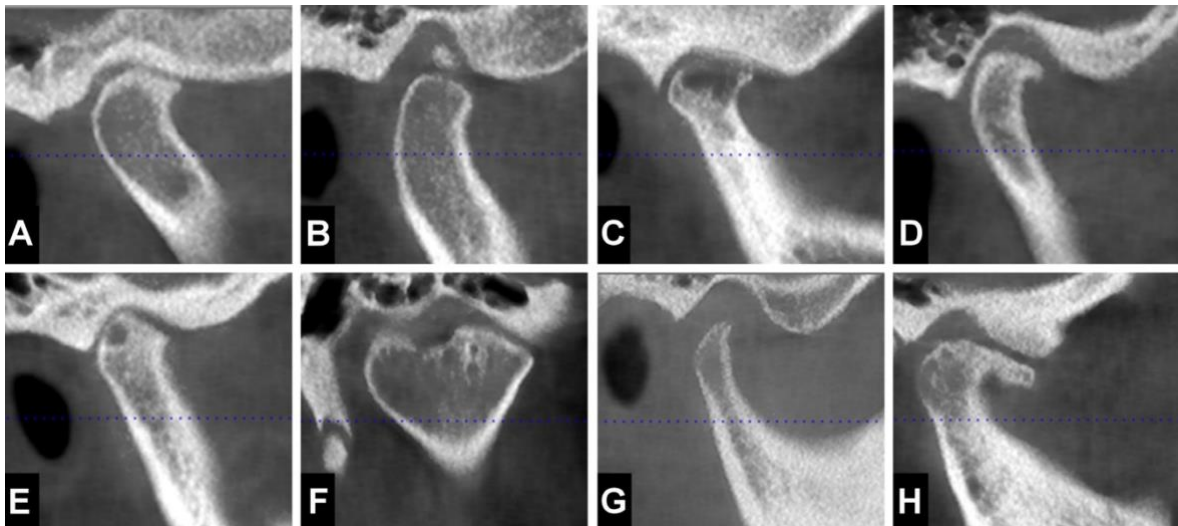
Koç N. Evaluation of osteoarthritic changes in the temporomandibular joint and their correlations with age: A retrospective CBCT study. Dent Med Probl [Internet]. 2020;57(1):67-72. ⁴
